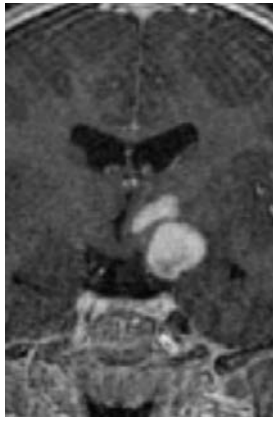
МРТ перед операцией в режиме T1 с к/у
